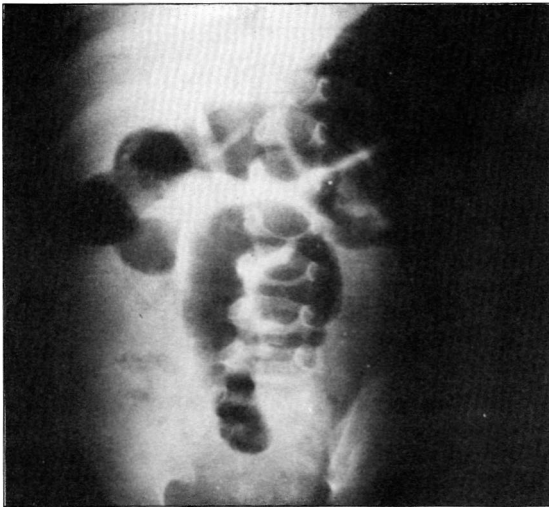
Radiografía de abdomen
